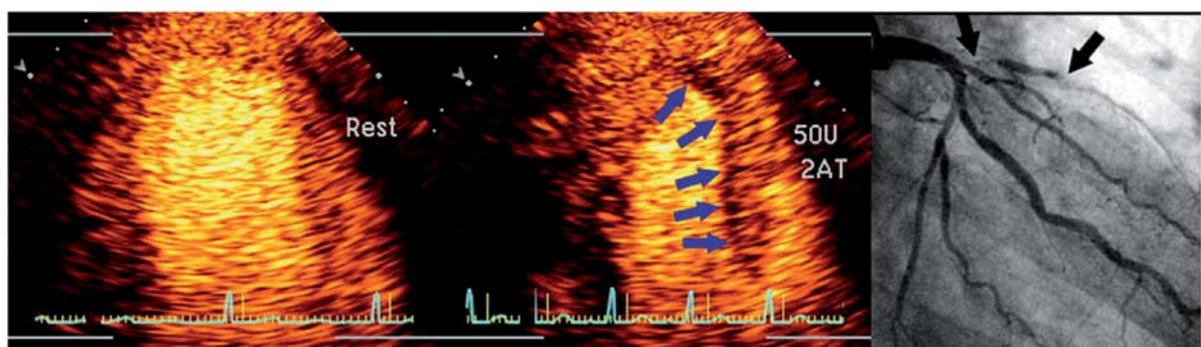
Ecocardiograma sob estresse pela dobutamina com imagem de perfusão miocárdica em tempo real, ilustrando perfusão miocárdica normal em repouso (imagem à esquerda) e defeito subendocárdico de perfusão localizado no septo anterior, no pico do estresse pela dobutamina (imagem central). A angiografia coronária demonstrou suboclusão da artéria coronária descendente anterior. (Reproduzido, com permissão, de Elhendy e cols.⁶)
